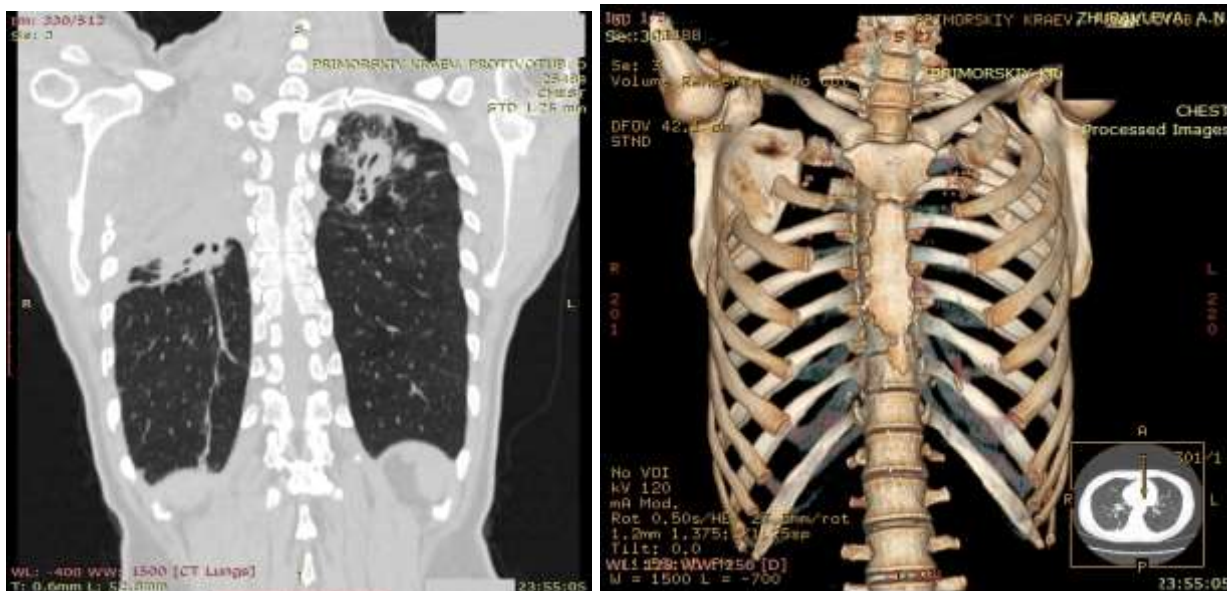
Сканы МСКТ органов грудной клетки пациента В., 35 лет: через год после пятиреберной верхнезадней торакопластики справа сетчатым имплантатом
